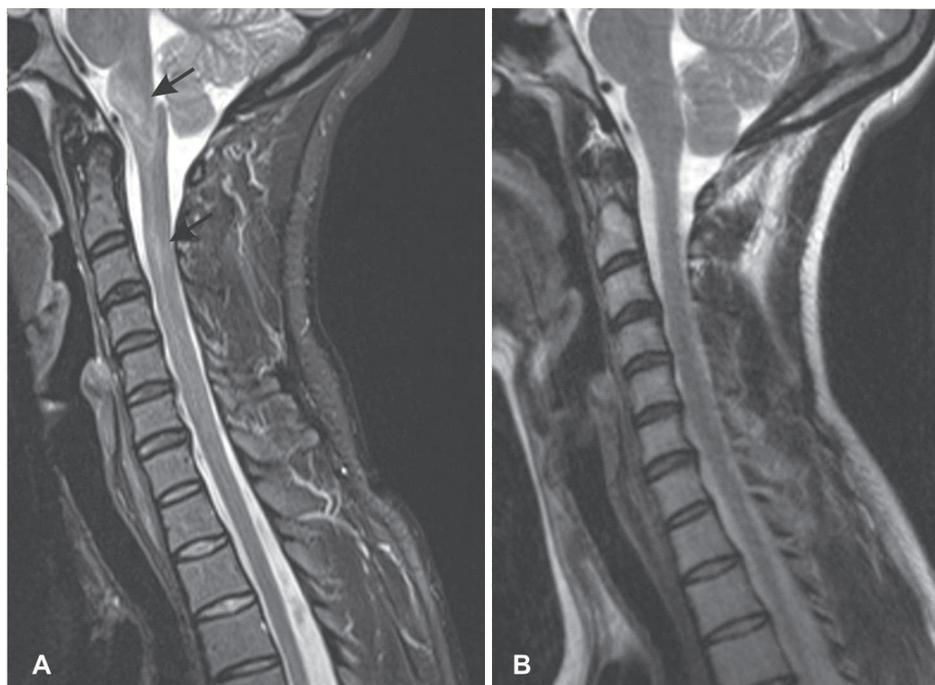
A. Resonancia magnética. Lesiones hiperintensas en T2 y FLAIR (flechas) a nivel centropontino, una bulbo-medular extensa y otra lesión de similares características a nivel medular en C3. B. Resonancia magnética realizada al 2do mes de tratamiento mostrando ausencia de las lesiones.
